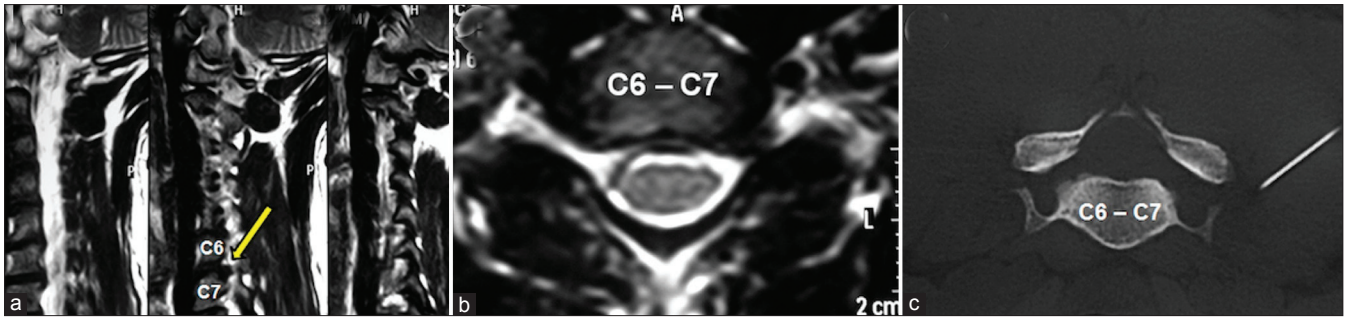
(a) RM preoperatoria, cortes parasagitales izquierdos. La flecha amarilla señala una hernia discal C6-C7, (b) RM preoperatoria, corte axial. Hernia discal C6-C7 a nivel foramen izquierdo, (c) previo al tratamiento microquirúrgico, bloqueo guiado por TC
